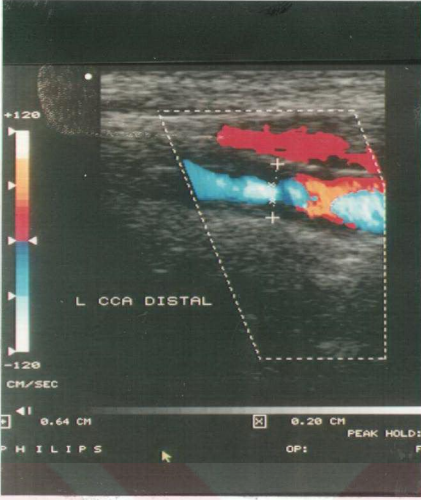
Renkli doppler US incelemede sol ICA'da damar çapında %80 darlık ile birlikte stenotik ve poststenotik segmentlerde türbülans görülmektedir.
